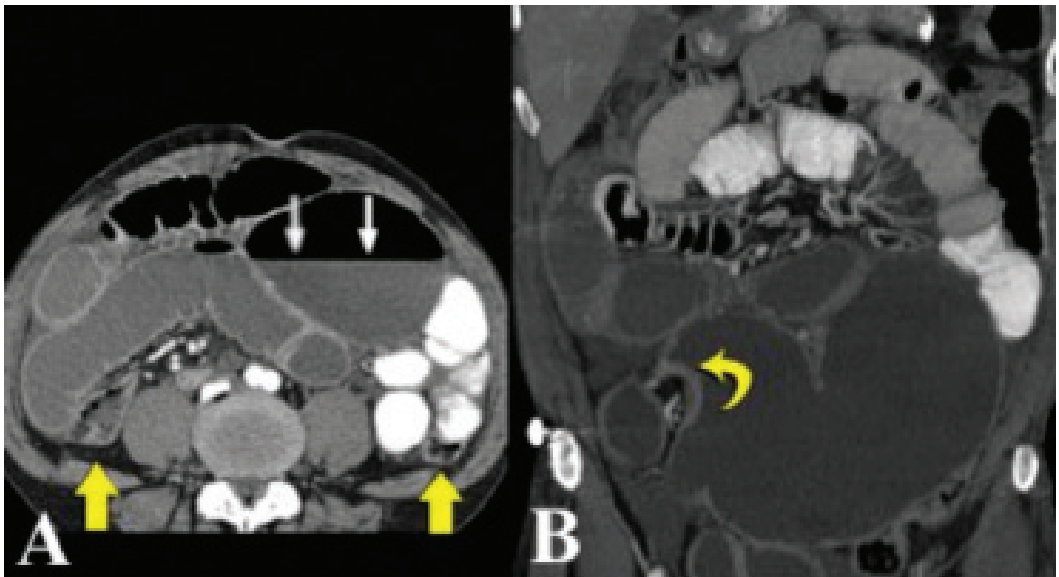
OBSTRUÇÃO INTestinal POR VOILVO. A) TC CORTE AXIAL DEMONSTRA DISTENSÃO DE ALÇAS COM NÍVEL HIDROAÉREO (SETAS BRANCAS) E SEGMENTO NORMAL DE CÓLON (SETAS AMARELAS); B) RECONSTRUÇÃO NO PLANO CORONAL EVIDENCIANDO O LOCAL DO VOILVO (SETA CURVA AMARELA).
